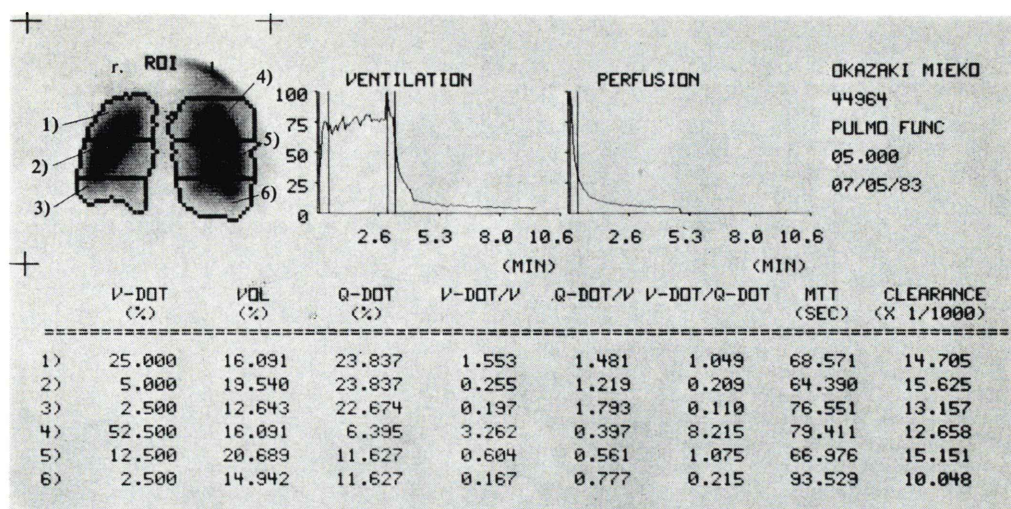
Findings of  $^{133}\text{Xe}$ -ventilation-perfusion scintigraphy (Case 1. 7 days after the attack).
